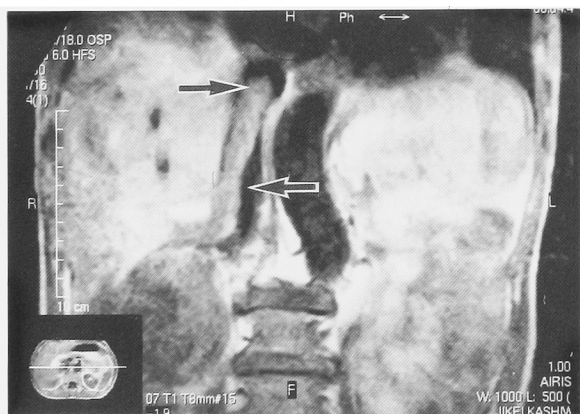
Magnetic resonance imaging revealed tumor thrombus (arrow) extending above the diaphragm.
